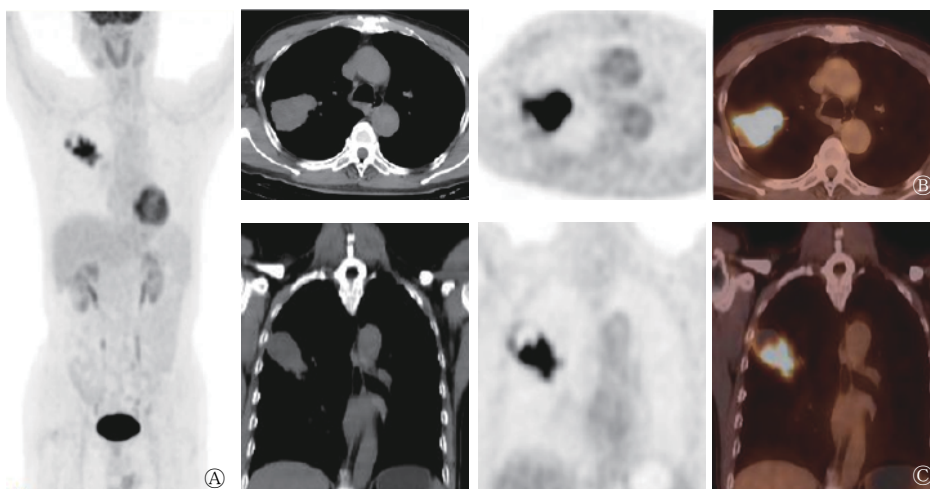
肺肝样分化腺癌患者(男性, 66岁)的¹⁸F-FDG PET/CT显像图 A为最大密度投影图, 示身体除病灶外的部位未见异常放射性核素浓聚灶; B、C分别为横断面和冠状面的CT、PET、PET/CT图, 示右肺上叶不规则肿块, 密度不均, 实性部分靠近肺门侧, 放射性核素摄取明显增高, SUV_{max}=14.2, 远端低密度区放射性核素分布缺损。FDG为氟脱氧葡萄糖; PET为正电子发射断层显像术; CT为计算机体层摄影术; SUV_{max}为最大标准化摄取值
